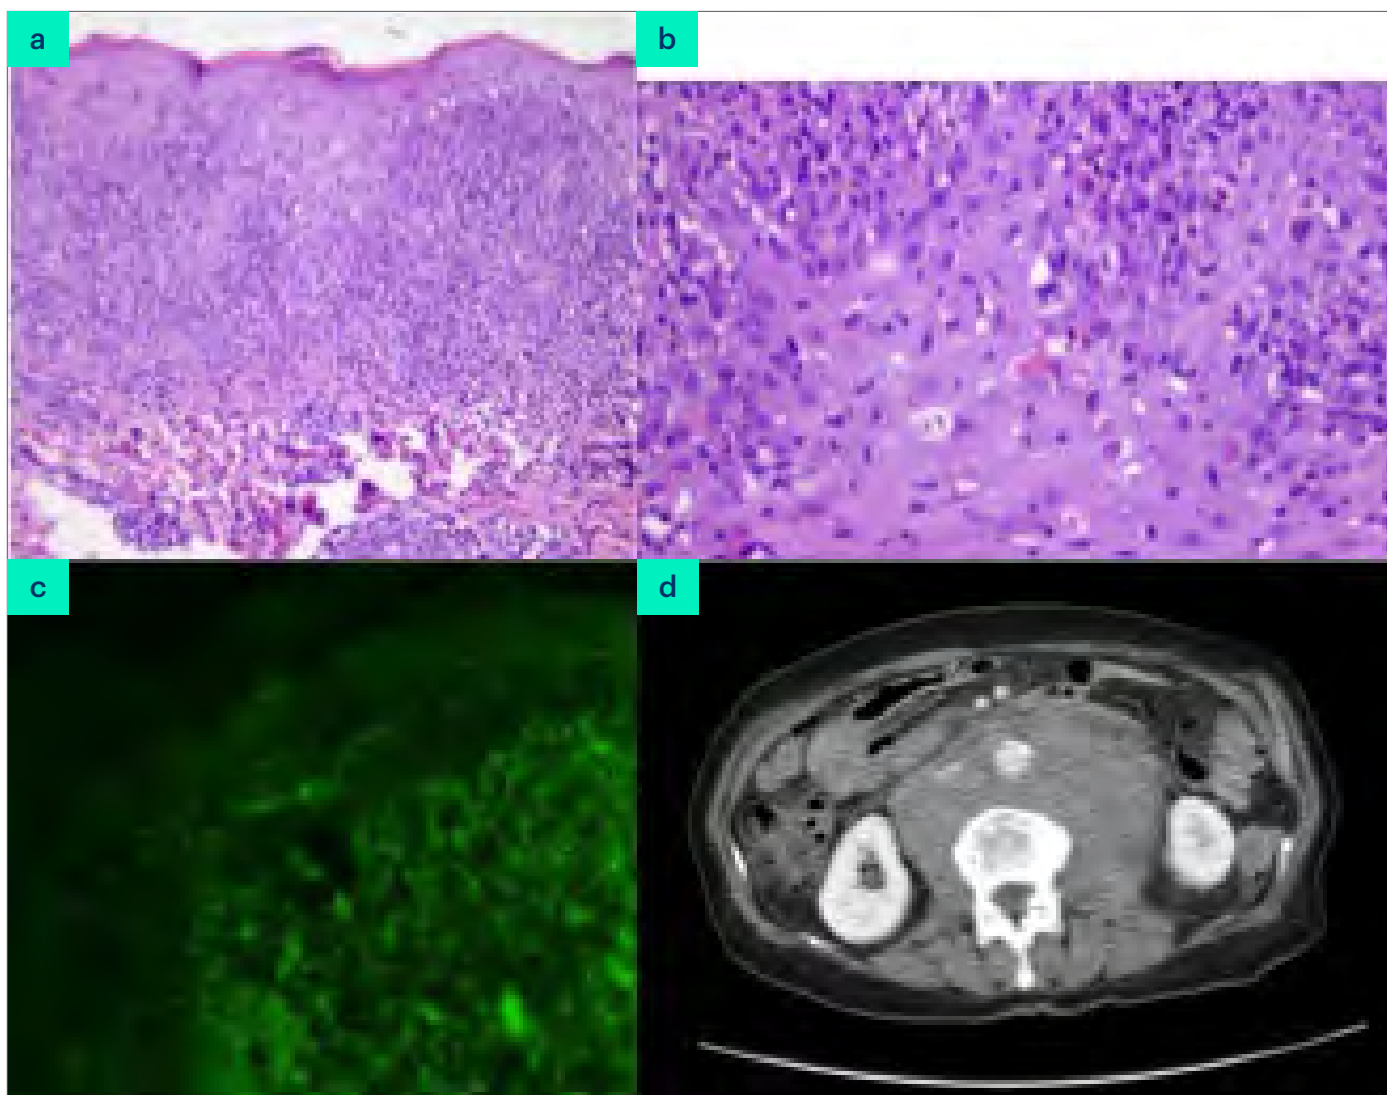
a y b) Tinción H-E: Hiperplasia epidérmica con presencia de abundantes queratinocitos apoptóticos, marcada vacuolización basal epidérmica, acantolisis suprabasal, exocitosis de linfocitos, focos de espongirosis y presencia de eosinófilos e incontinencia pigmentaria. c). Inmunofluorescencia directa demostrando depósitos intercelulares de IgG en las capas basales de la epidermis. d). TC toracoabdominal: Gran masa retroperitoneal produciendo el desplazamiento anterior de la aorta (signo de la aorta flotante).
